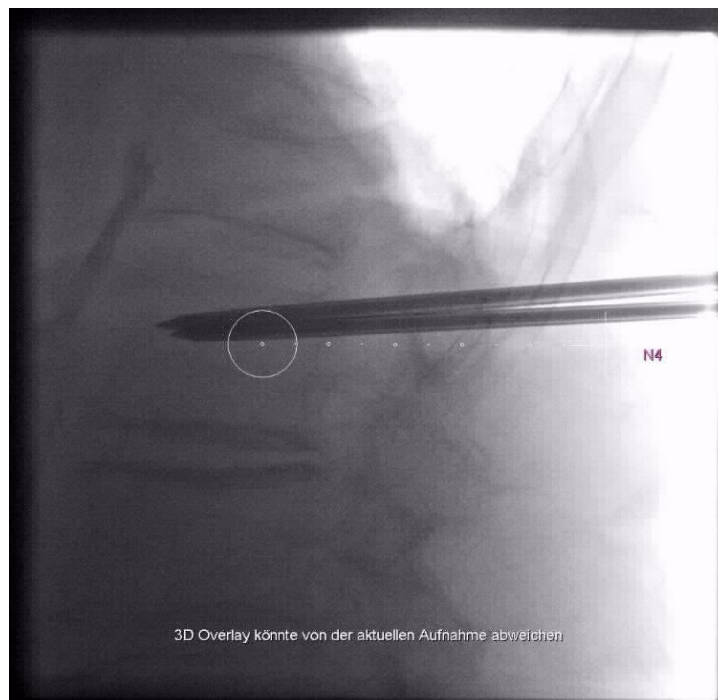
Die seitliche Röntgenkontrolle der Nadeln. Die gestrichelte Linie zeigt die geplante Nadel N4 an. Das Isozentrum kann nicht genau erreicht werden. (Eigenes, unveröffentlichtes Bildmaterial).
